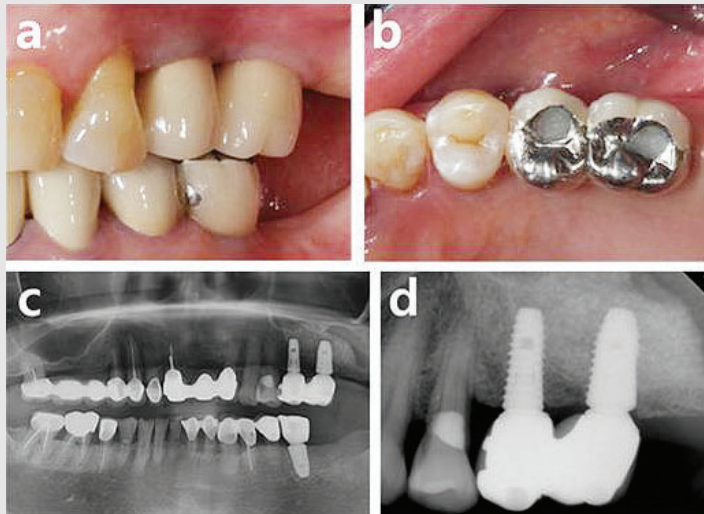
Clinical pictures and radiographs 8 months after implant surgery. (a) buccal view, (b) occlusal view, (c) panoramic view, (d) periapical view.
